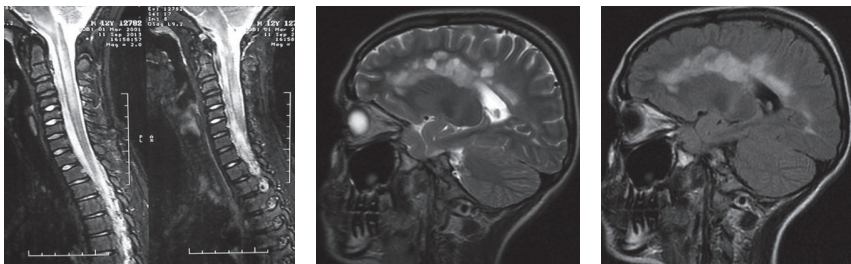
МРТ головного и спинного мозга пациента К. 14 лет. T2-ВИ, импульсная последовательность FLAIR. ВПРС, множественные очаги демиелинизации «сливного» характера (наблюдение Е.Ю.Скрипченко).
